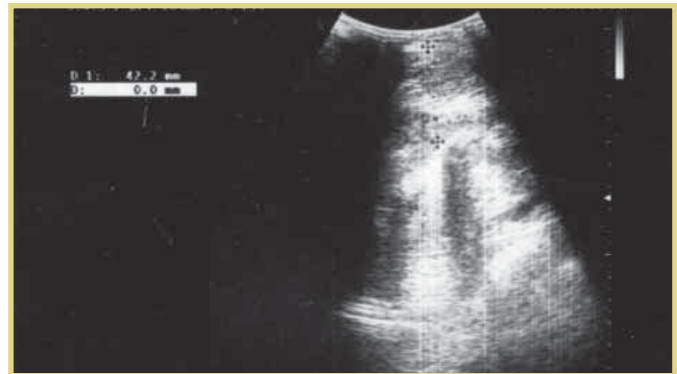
УЗИ верхнего средостения
